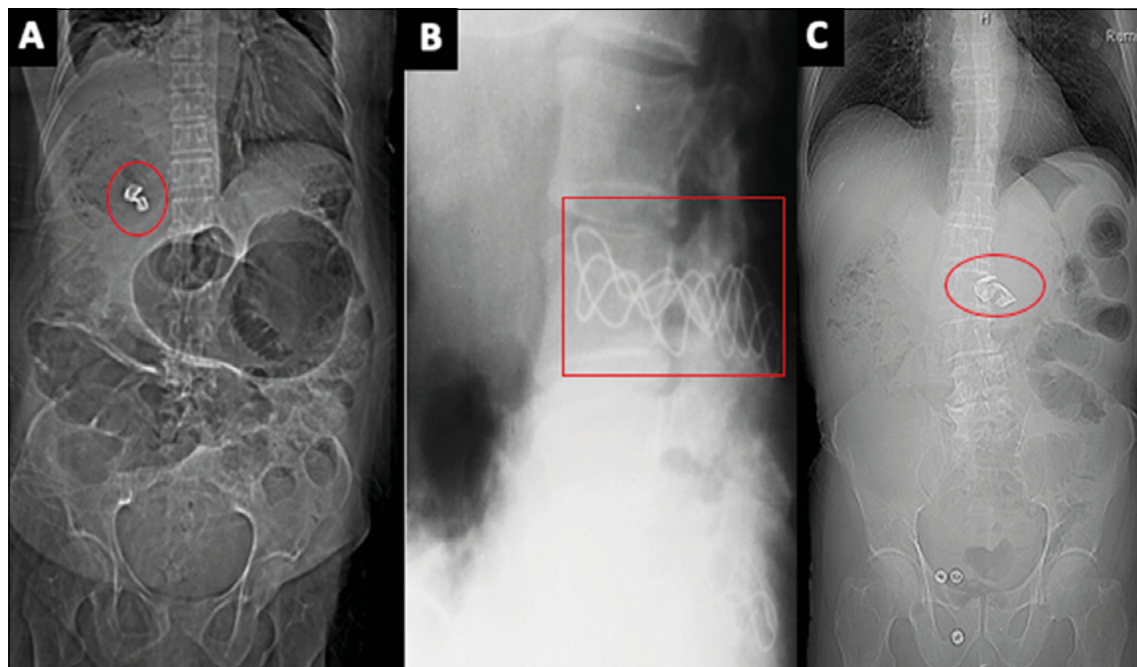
Radiografía simple de abdomen. Círculo y cuadrado señalan marcador radiopaco en: A) Mujer de 75 años con historia de tres años de dolor en la base del hemitórax derecho, en el que se observa marcador radio-opaco por *packing* con compresas subdiafragmáticas. B) Hombre de 72 años con antecedente de nefrectomía. En la proyección lateral de columna lumbar se aprecia marcador de compresa localizada en la fosa lumbar y C) Hombre de 68 años con historia de colecistectomía el 2008. Se observa marcador radiopaco compatible con compresa sobreproyectada a la región epigástrica.
